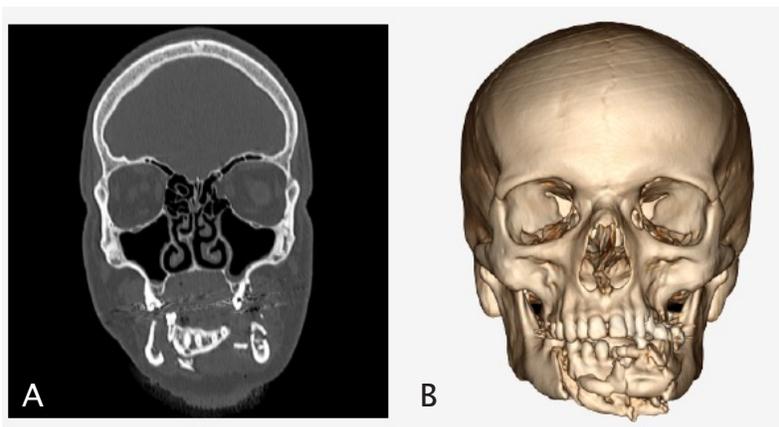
Tomografia computadorizada pré-operatória. A: corte coronal, observa-se a grande cominuição óssea e perda da continuidade do perímetro mandibular; B: reconstrução 3D demonstrando fratura da mandíbula cominutiva
